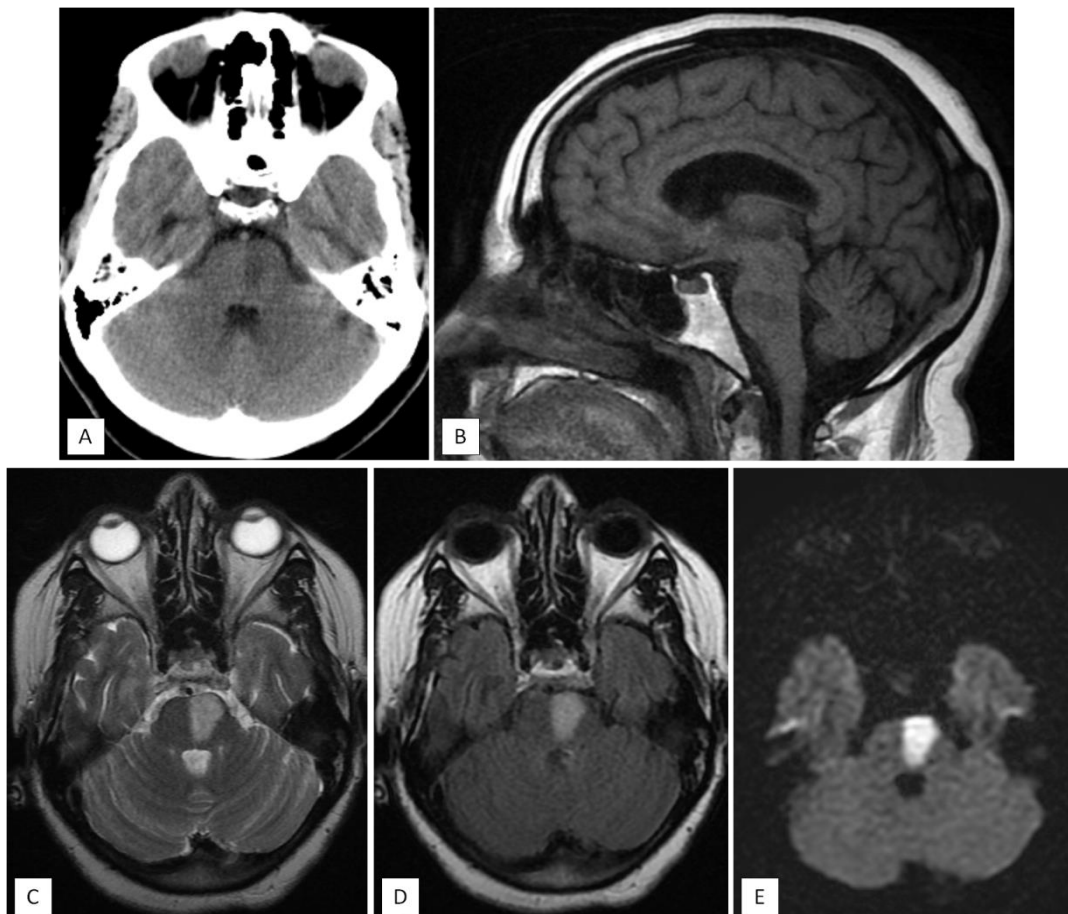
La TDM cérébrale sans injection montre la présence d'une plage protubérantielle hypodense (coupe axiale : A). L'IRM cérébrale objective la présence d'une plage protubérantielle gauche en hyposignal T1 (coupe sagittale : B), en hypersignal T2 (coupe axiale : C) et FLAIR (coupe axiale : D), restrictive en diffusion (coupe axiale : E).
